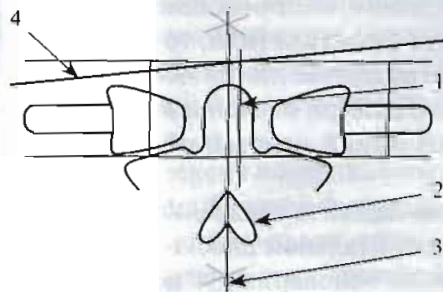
Ротационная дисфункция II и I шейных позвонков, правосторонняя латерофлексия атланта. Рентгенограмма в прямой проекции через открытый рот.
